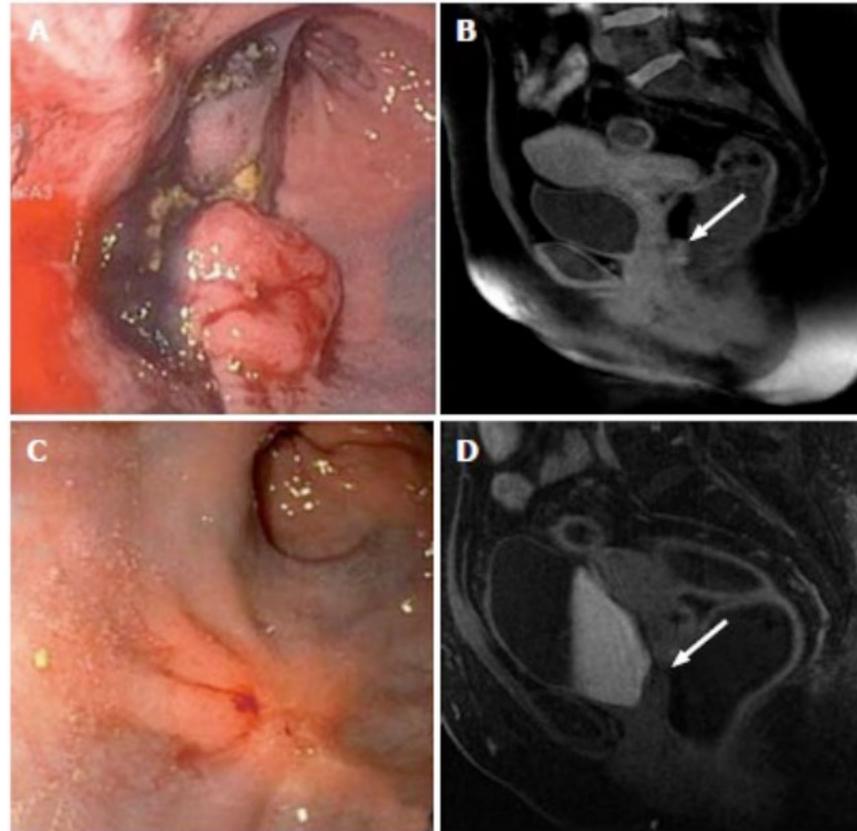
Respuesta clínica incompleta. Evaluación previa al inicio de la QRT neoadyuvante mediante sigmoidoscopia flexible (A) y RMN (B). Evaluación a las 7 semanas de completar el tratamiento. Se observa reducción del tamaño tumoral, pero continua estando presente como se ve en la sigmoidoscopia (C) y RMN (D). Pozo ME et al. Watch and wait in rectal cancer⁴⁹
